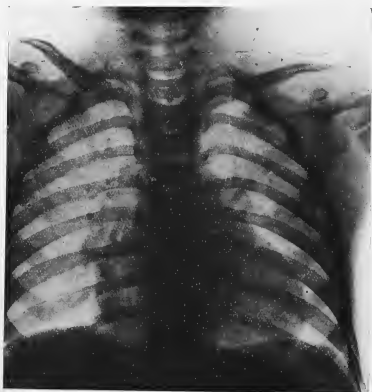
Radiographie après l'intervention.
